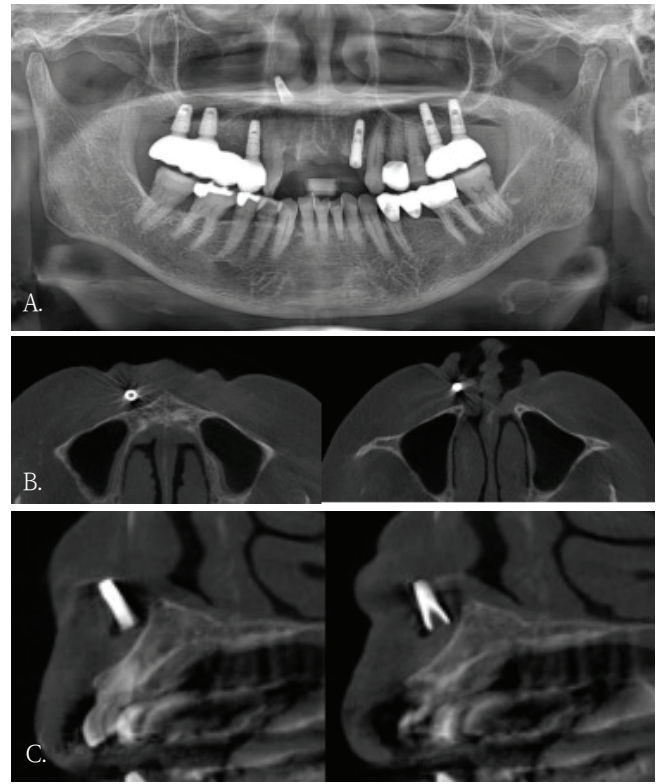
Panoramic radiograph shows an implant-shaped foreign body superior to the maxillary anterior region and appearing superimposed on the nasal cavity. B. Axial cone-beam computed tomographic (CBCT) image demonstrates that the foreign body is located in the labial soft tissue, without involvement of the nasal cavity. C. Cross-sectional CBCT image demonstrates that the foreign body is located in the labial soft tissue rather than in the maxillary anterior alveolar bone.
